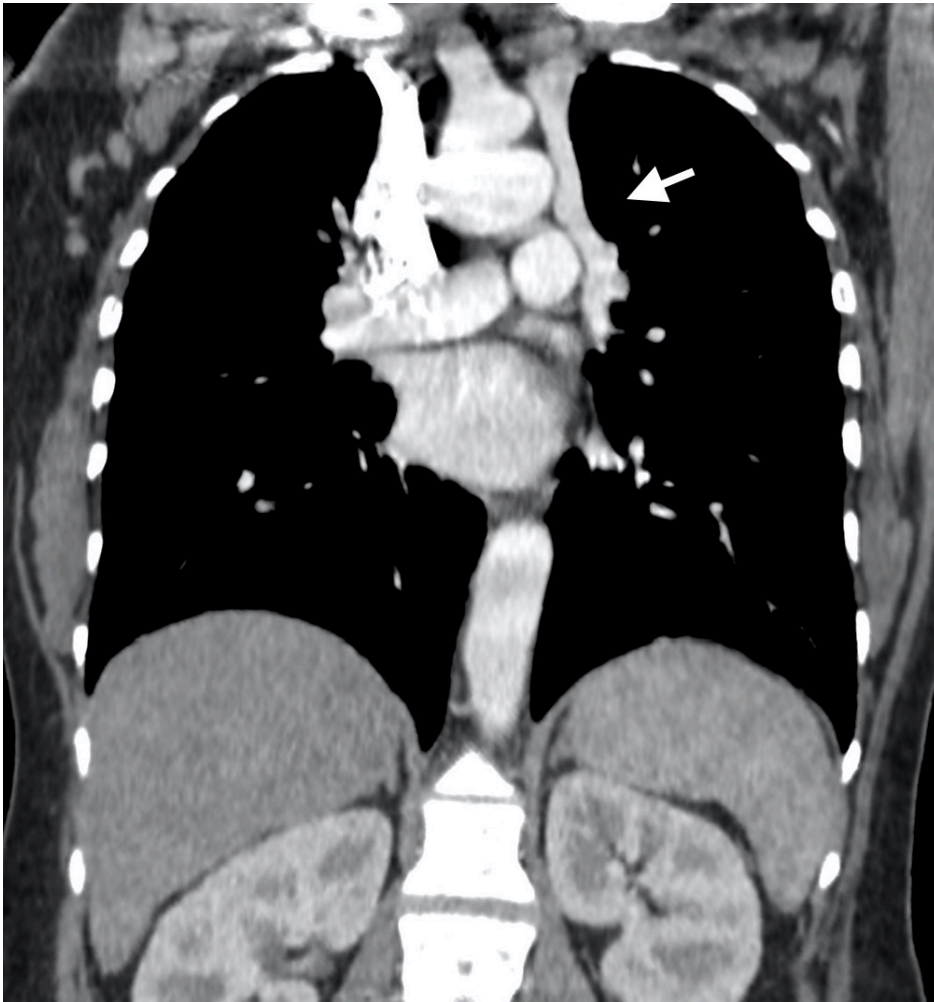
TC multislice do tórax com contraste (reformatação no eixo coronal verdadeiro) - Veia pulmonar superior esquerda drenando para uma veia anômala vertical (seta).
